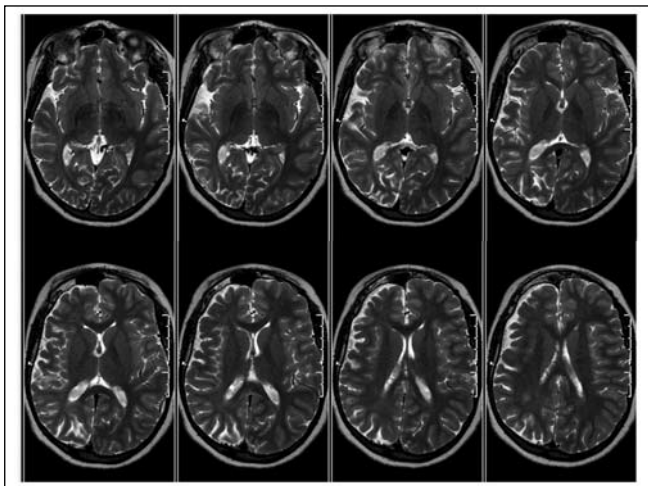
Ressonância magnética de paciente com síndrome de Sturge-Weber e atrofia hemisférica.
